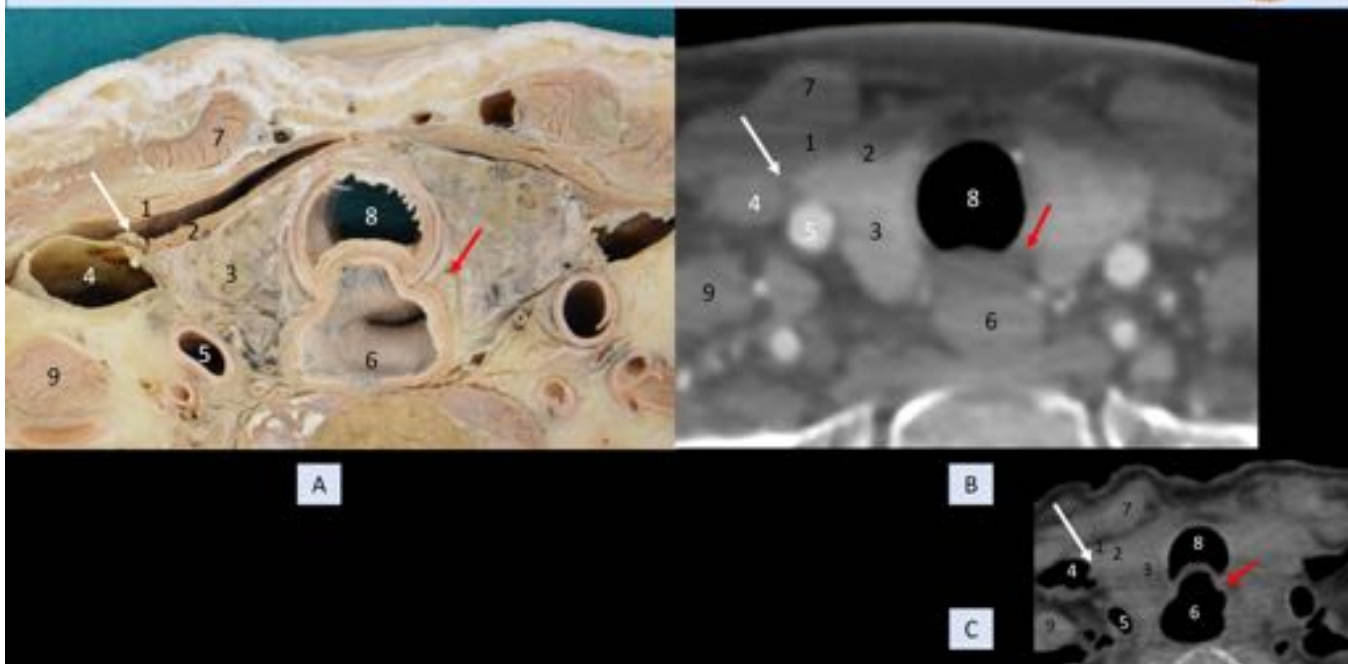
A) Pieza anatómica (detalle de la imagen previa, músculos esternohioideo y esternotiroideo separados). B) TC con contraste (sujeto vivo). C) TC de la pieza anatómica. Rama anterior del asa cervical (Flecha blanca). Nervio laríngeo recurrente (Flecha roja). 1: Músculo esternohioideo. 2: Músculo esternotiroideo. 3: Glándula tiroides. 4: Vena yugular interna. 5: Arteria carótida común. 6: Esófago. 7: Músculo esternocleidomastoideo. 8: Tráquea. 9: Músculo escaleno anterior.
